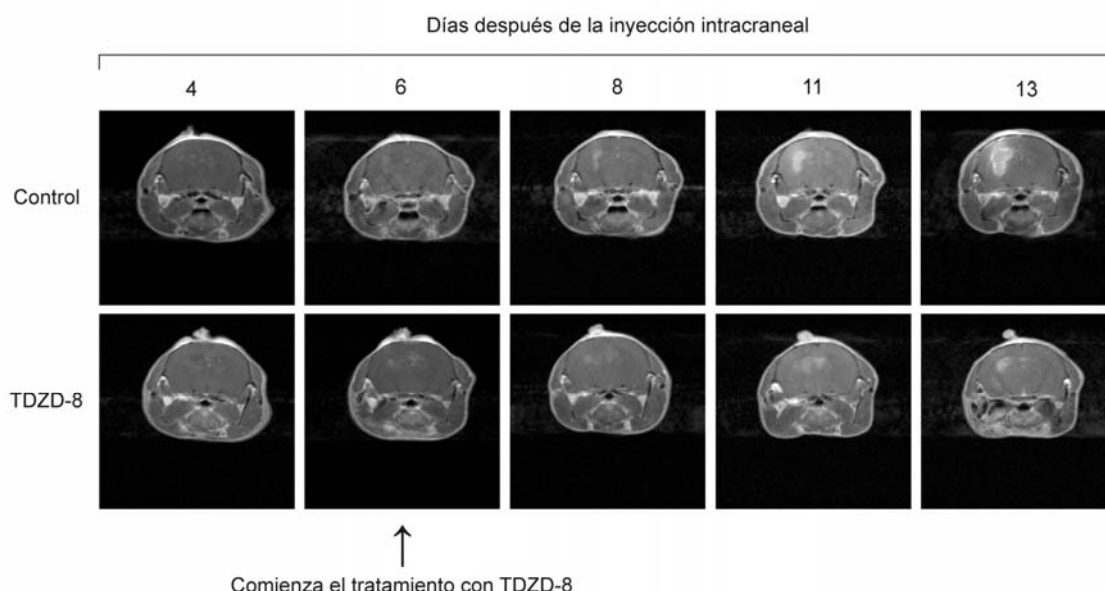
Efecto del tratamiento con TDZD-8 después de que el tumor se haya formado. Se muestran imágenes representativas de RMN a 4, 6, 8, 11 y 12 días después de la inyección intracraneal de 125.000 células de la línea GL261 en el hemisferio izquierdo de ratones adultos no tratados y tratados diariamente a partir del sexto día con 5 mg/Kg de TDZD-8. Las imágenes pesadas en T1 se obtuvieron con un escáner de 7 Teslas.
